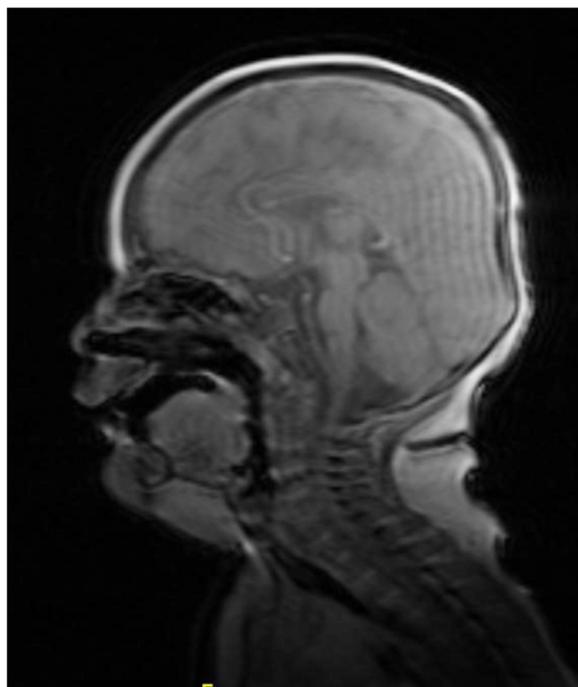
RMN Cerebral corte sagital. Hipoplasia severa de cuerpo caloso.
